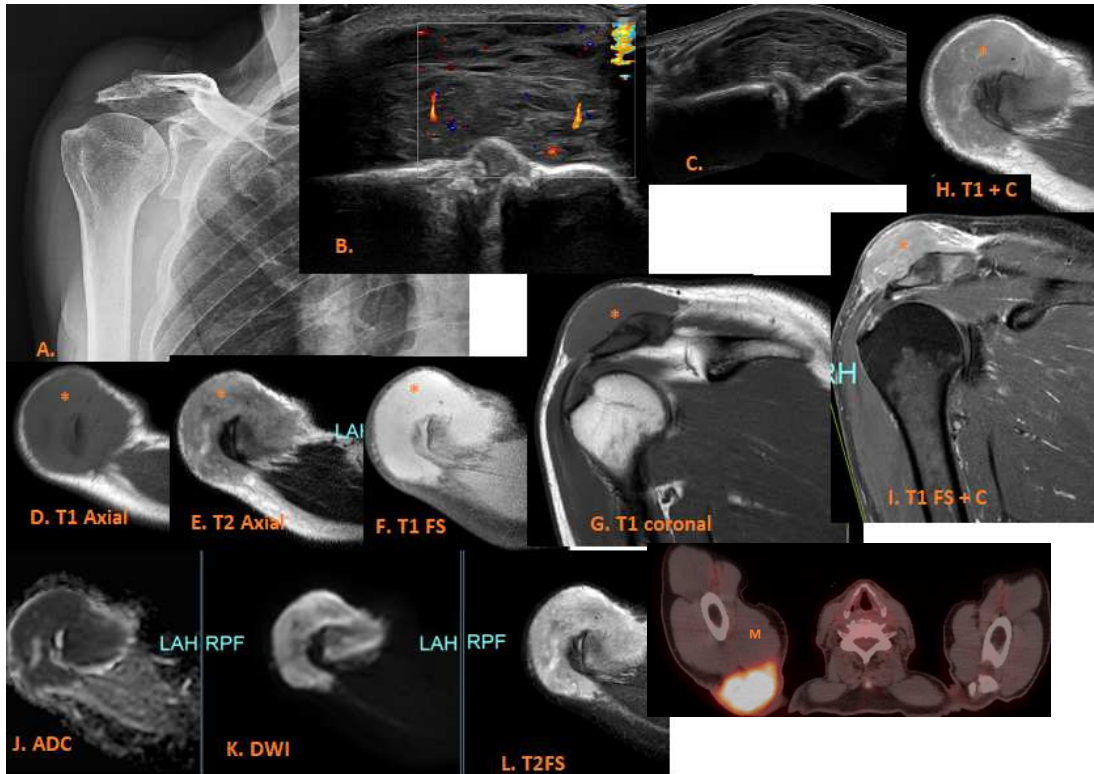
Bultoma sin dolor en hombro derecho de meses. A. Rx normal. B y C. Eco: lesión sólida hipoeoica de bordes bien definidos, heterogénea con flujo Doppler superior a articulación acromioclavicular. D y G. T1 Axial y coronal isointensa. E. T2 Axial Hiperintensa. F. T1FS hiperintensa. H e I. Realza homogéneo con contraste. K y J. Marcada restricción en difusión. L. T2FS hiperintenso. M. PET hipermetabólica.
